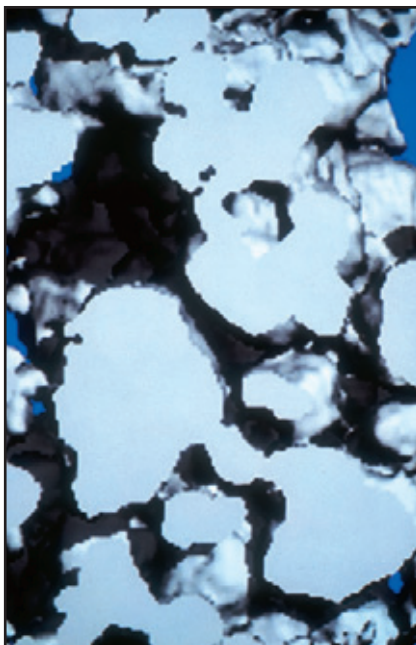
(links) 3D-Mikro-CT-Ansicht eines Biopsats. Ein Netzwerk aus dicken Knochenbälkchen war zu einer Plattenstruktur organisiert, die schräg bzw. parallel zur Knochenoberfläche des Alveolarkamms ausgerichtet und durch dünne Knochenpfeiler miteinander verbunden war. Die mineralisierte Struktur war dicht und es lagen kleine Lakunen mit Knochenmark vor. Hellblau = reife Knochenbälkchen; grau = neue Knochenbälkchen; weiß = biokeramische Partikel (Vergrößerung x 8).
